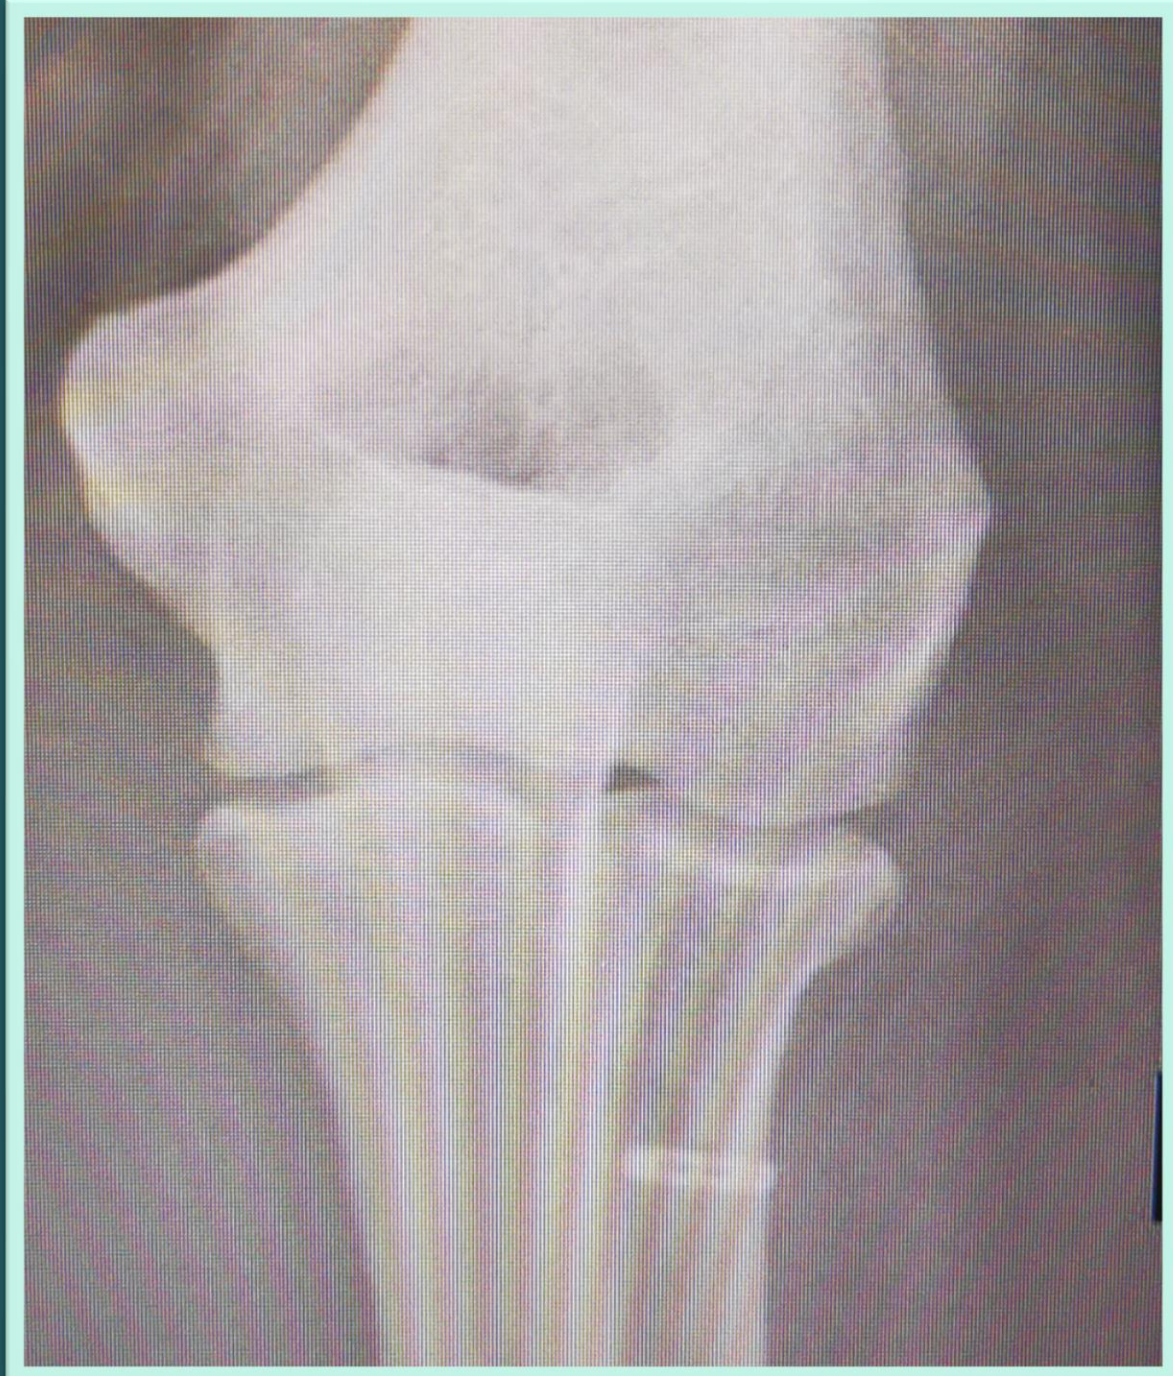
Radiografía AP del codo com *endobutton* en la tuberosidad del radio
